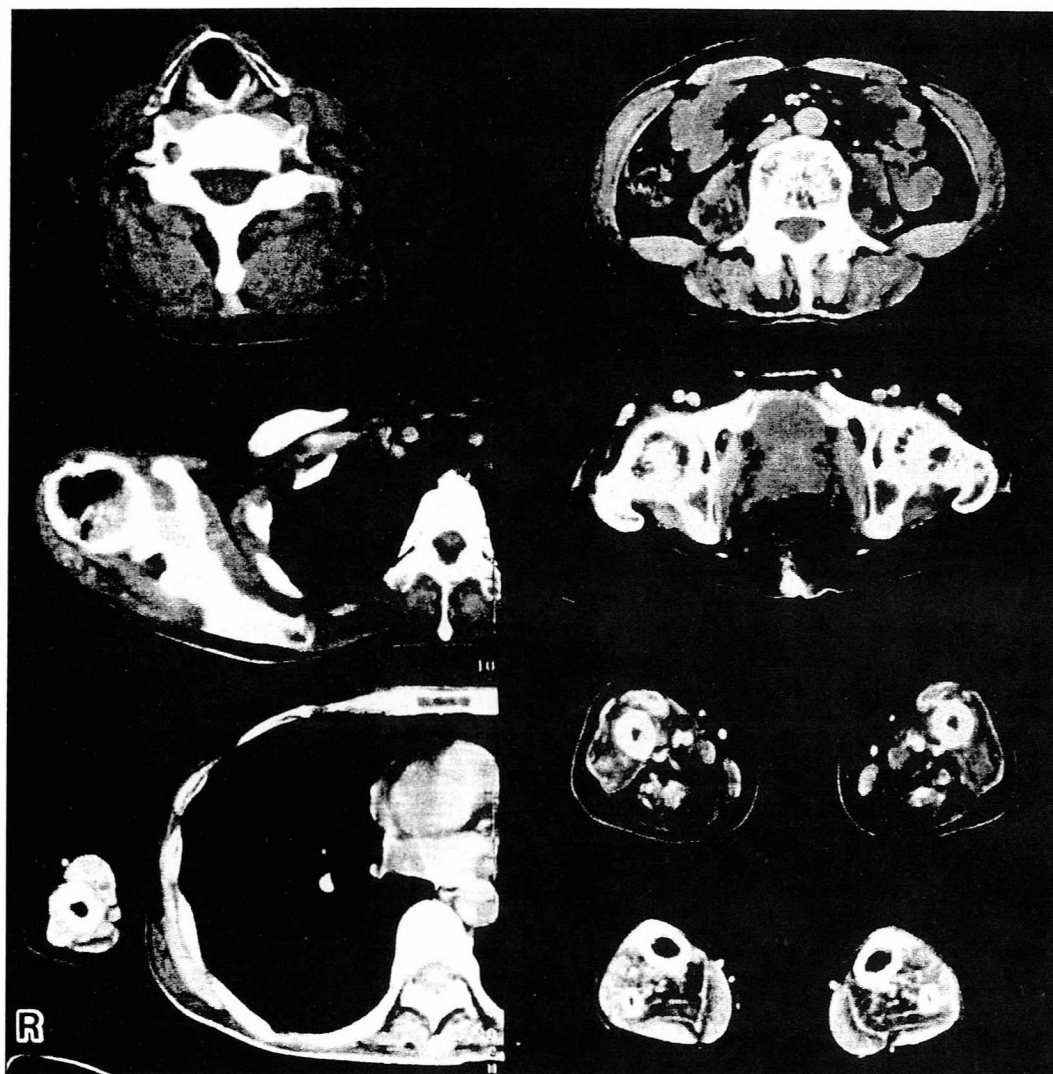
骨格筋CT所見（頸部，肩峰，上腕中央，第3腰椎，骨盤，大腿中央，下腿中央の断面）
